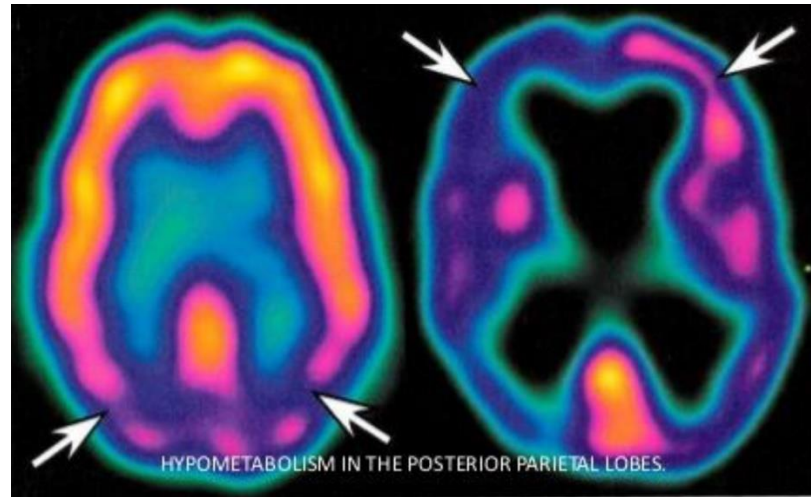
31: Sağlıklı ve AH'li (ok ile gösterilen) bireylerde glikoz metabolizması PET görüntüsü.
